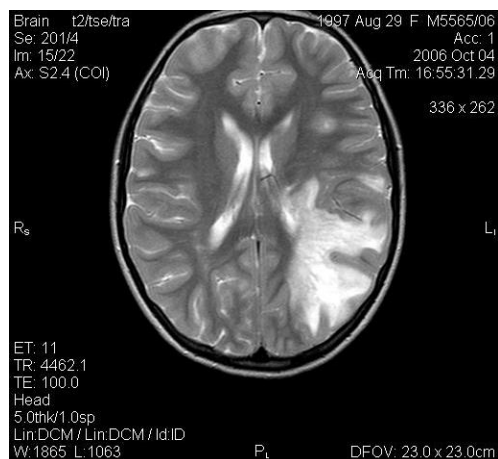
МРТ больной с ранним началом рассеянного склероза
